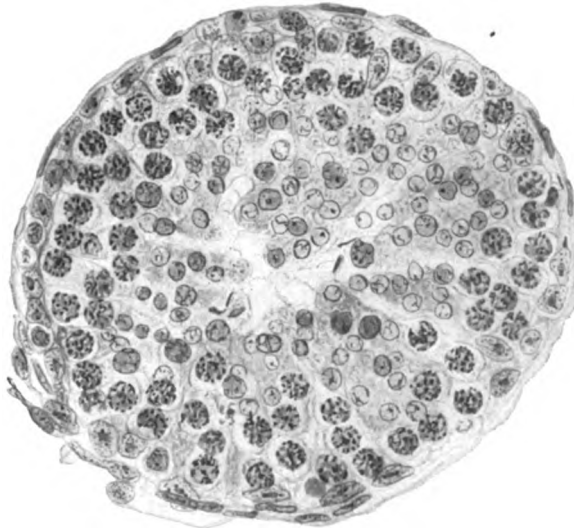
Stadium II der Röntgendepopulation des Hodens (Prot. Nr. 1, l.). Haematox. Eosin, Zeiß, KO. 5 ×, Ap. 90. Inhalt des Samenkanälchens: Sertolizellen, Spermiozyten und Spermiden.
